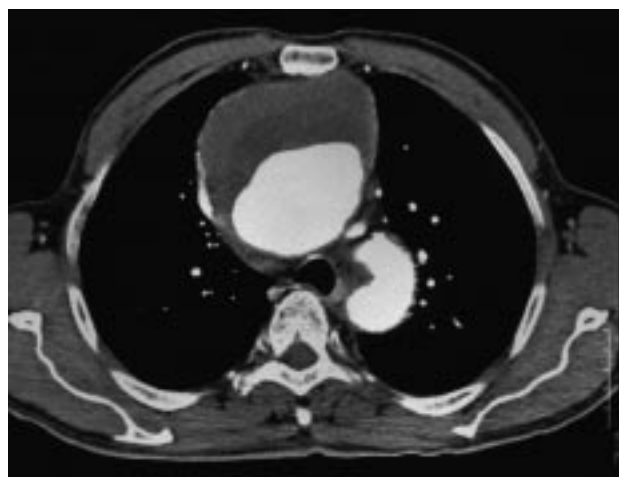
TAC de aorta ascendente-cayado, donde se objetiva el aneurisma con su trombo interno y cómo contacta éste con el esternón.
